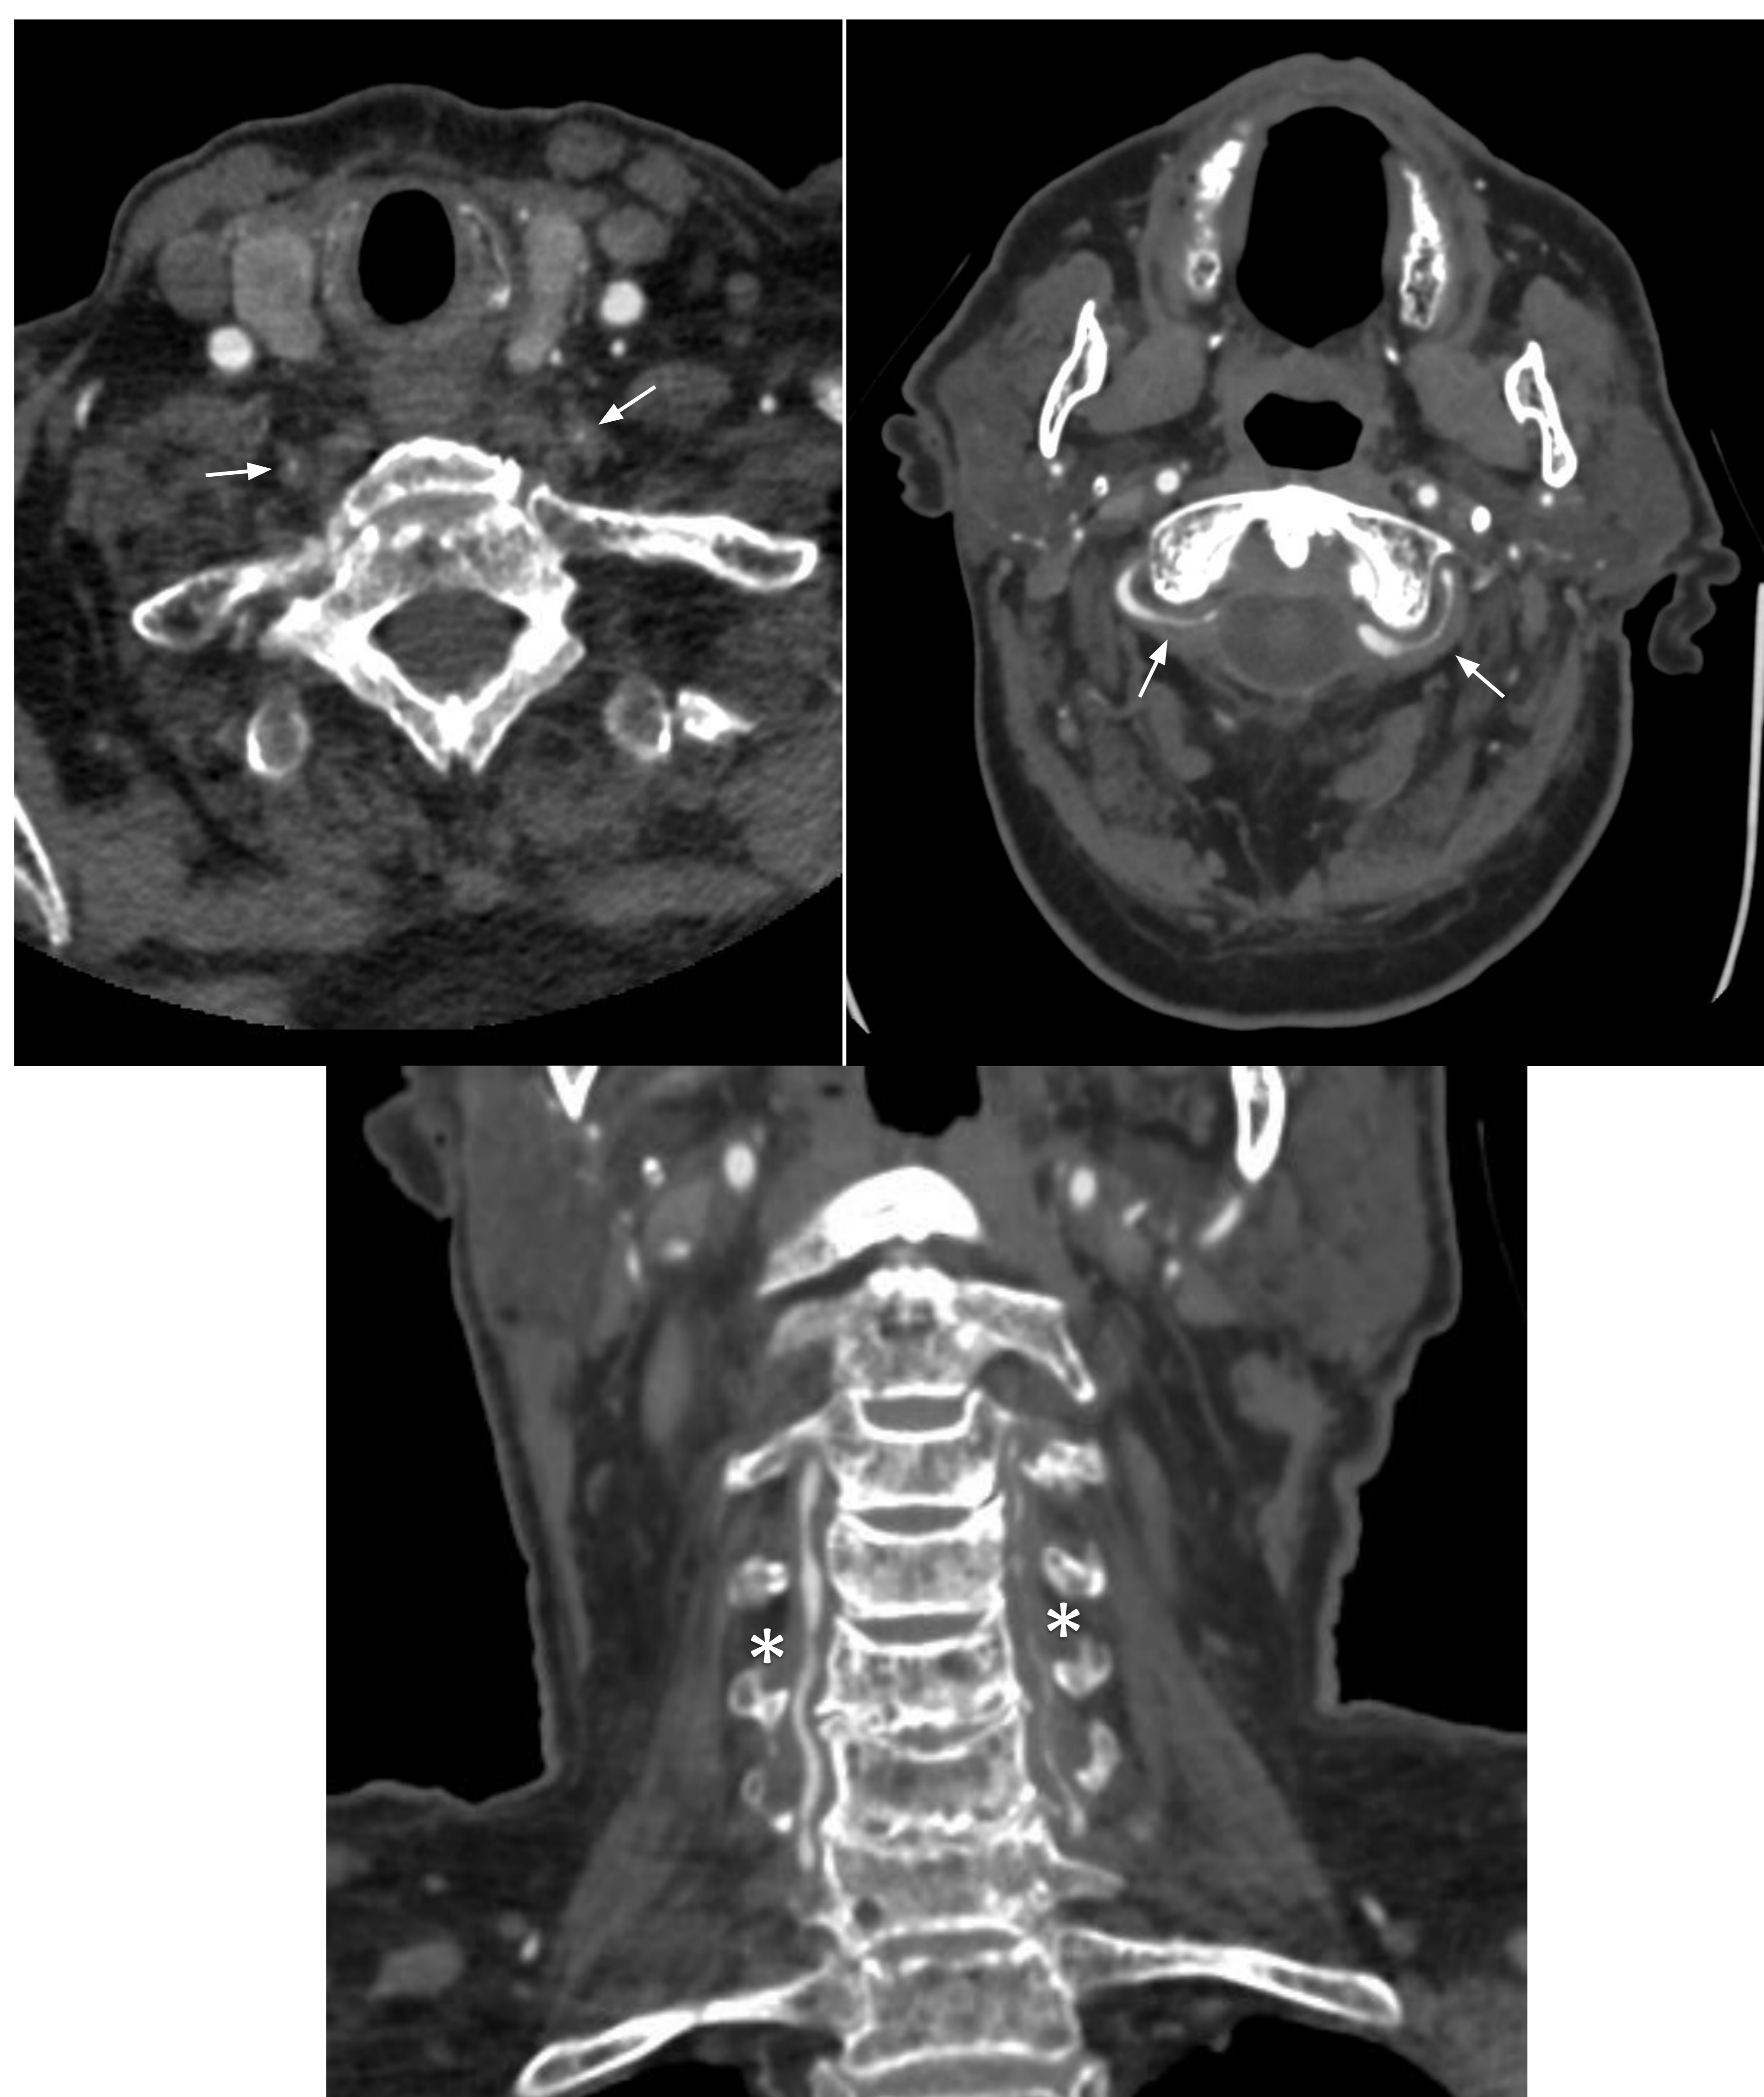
imágenes de angio-TC de TSA. Ambas arterias vertebrales muestran engrosamiento mural (flechas) y estenosis e irregularidad de la luz en toda su extensión (asteriscos), hallazgos sugerentes de disección bilateral.
